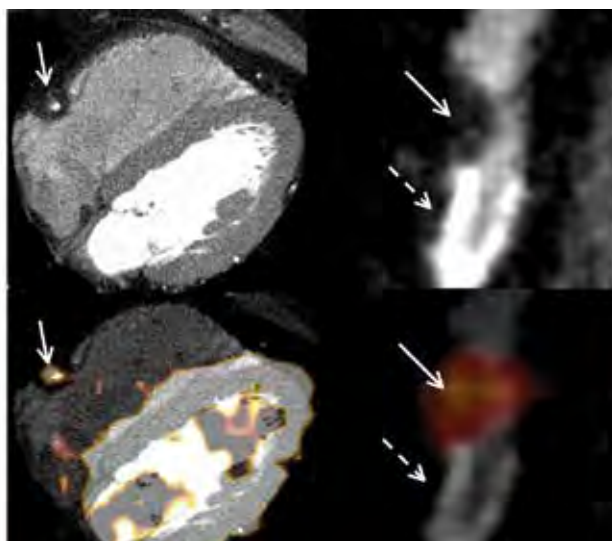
ПЭТ/КТ с ^{18}F -ФДГ. При КТ визуализируется мягкая бляшка (сплошная стрелка) за пределами зоны стента (пунктирная стрелка). При ПЭТ данный участок бляшки активно накапливает ФДГ, что указывает на воспалительный процесс
